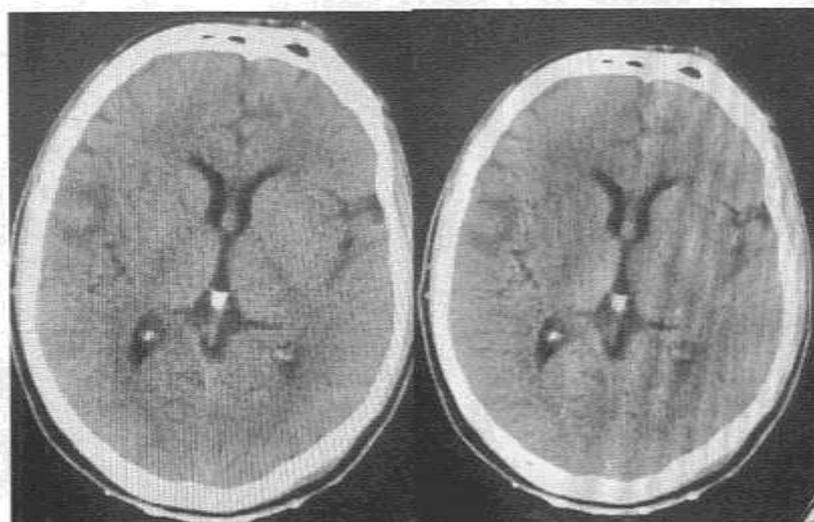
Спиральная компьютерная томография пациента П. после проведенного лечения
